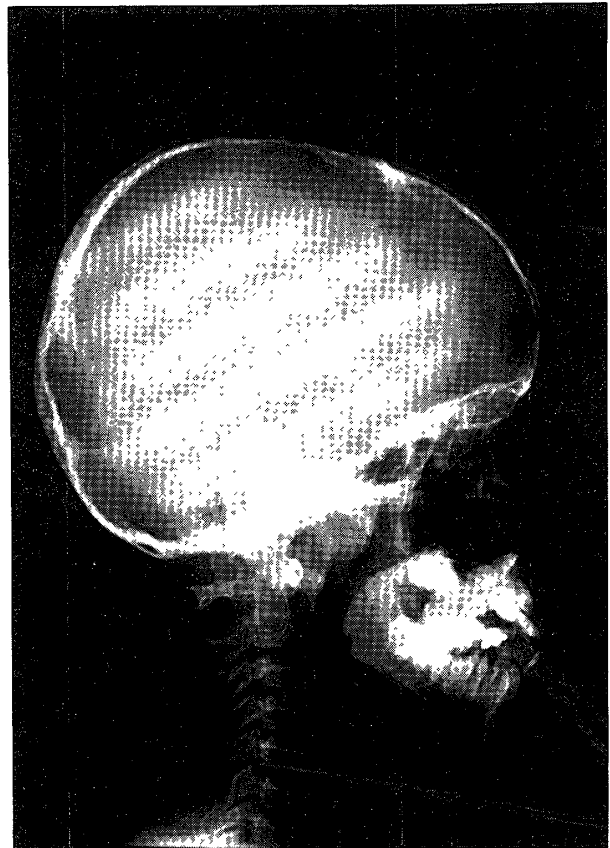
Lateral radiograph
